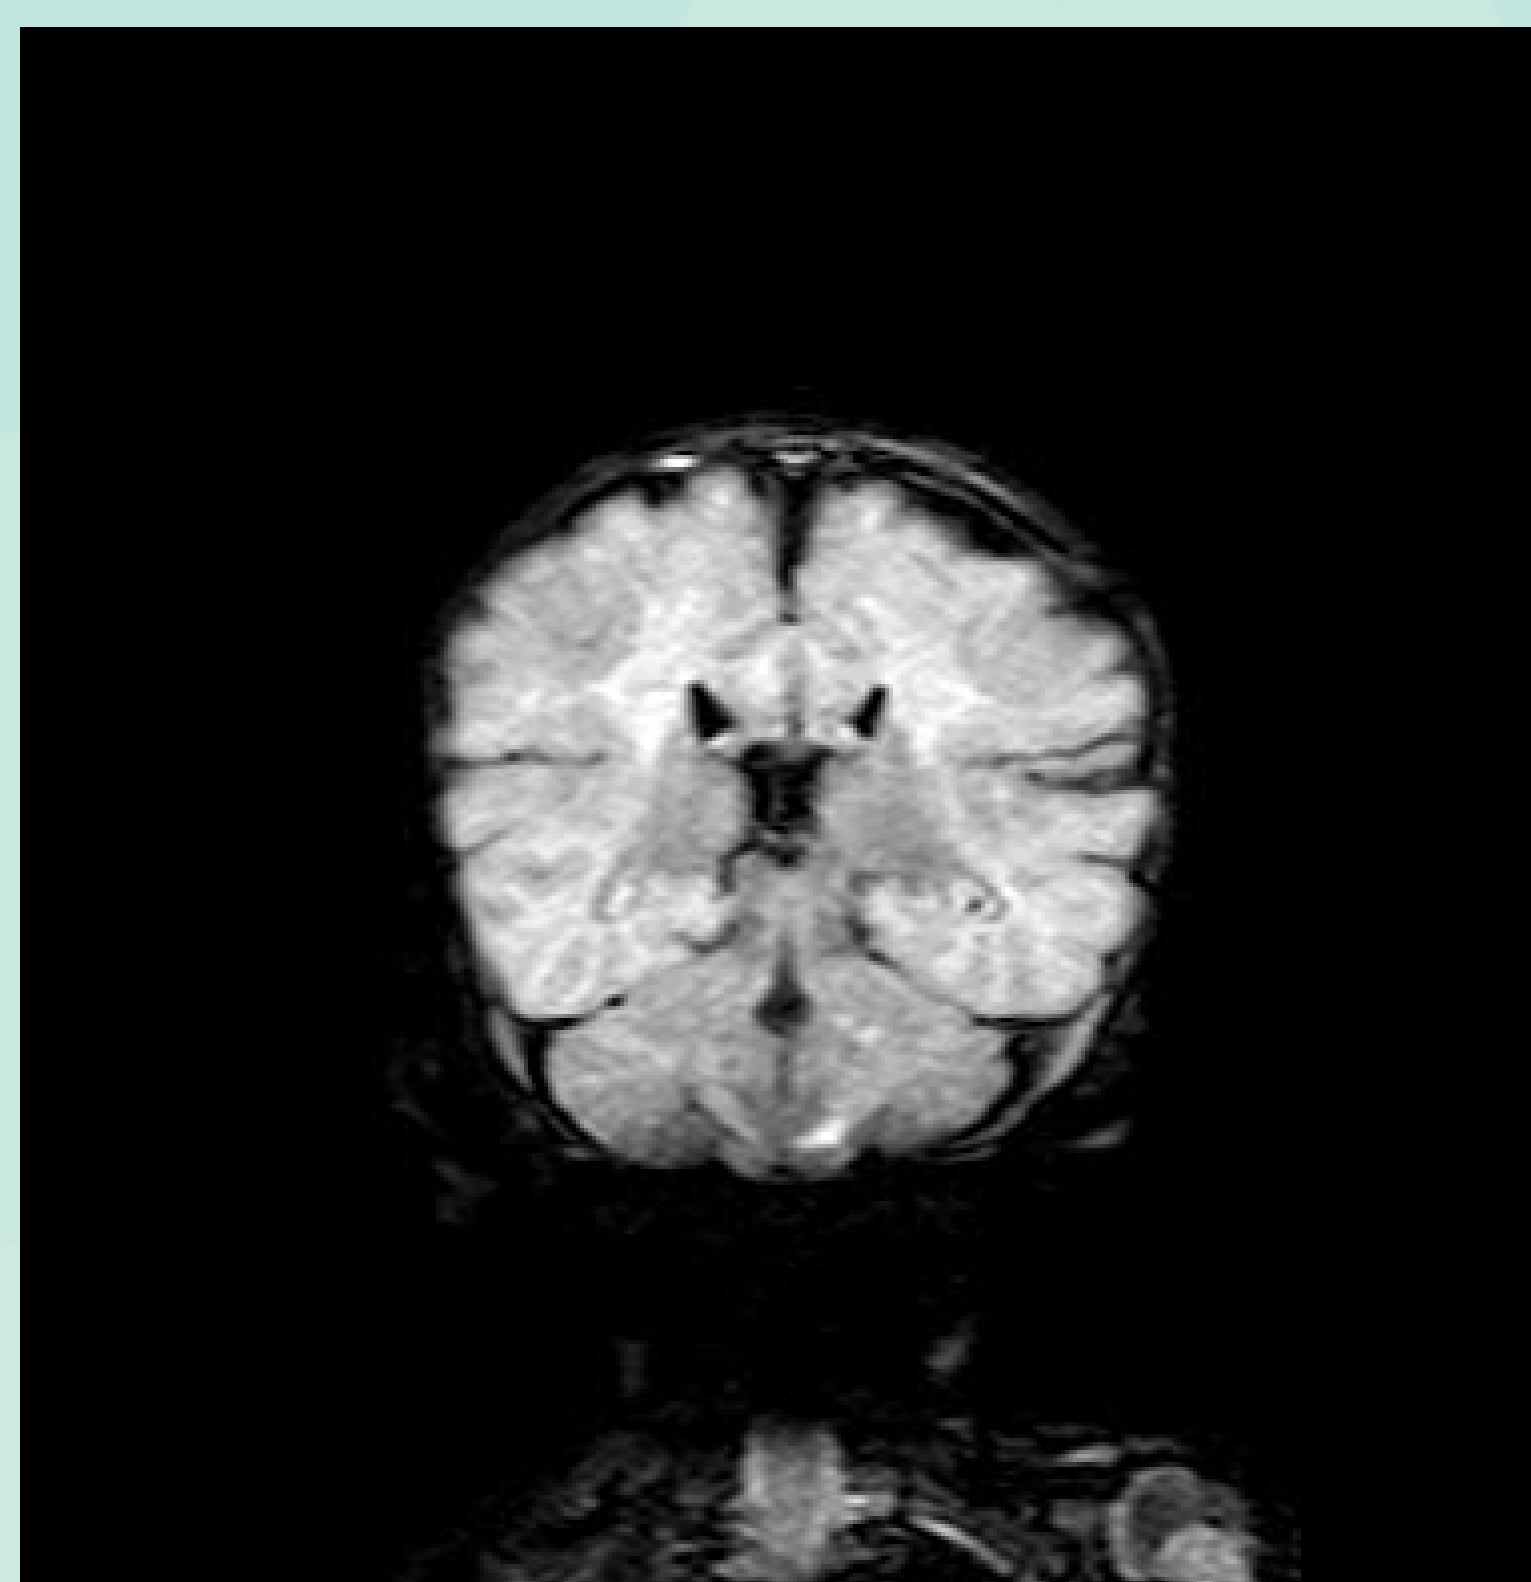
IRM en secuencia Flair, corte coronal (izquierda) y corte axial (derecha).
